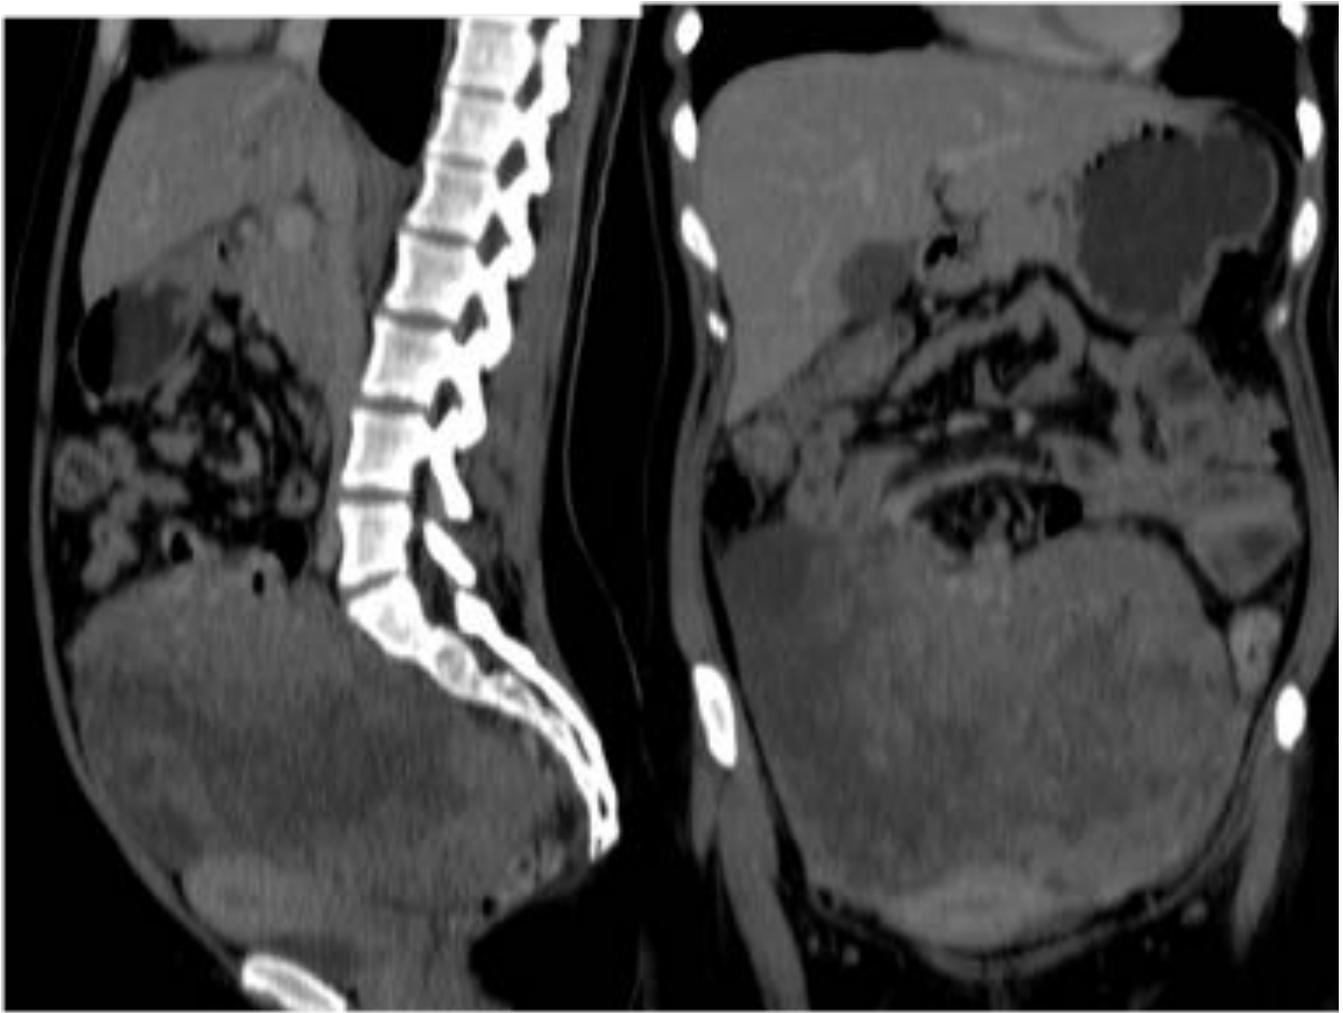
TC abdominal reconstrucción sagital y coronal. Tumoración abdomino-pélvica sólido-quística de gran tamaño. GIST con origen en un asa intestinal pélvica.
